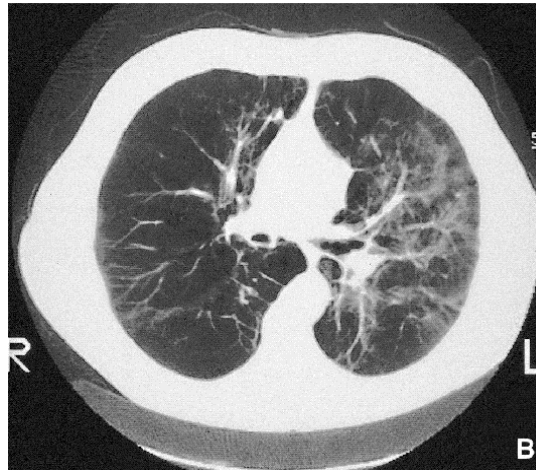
TAC de tórax que muestra enfisema del pulmón derecho.
